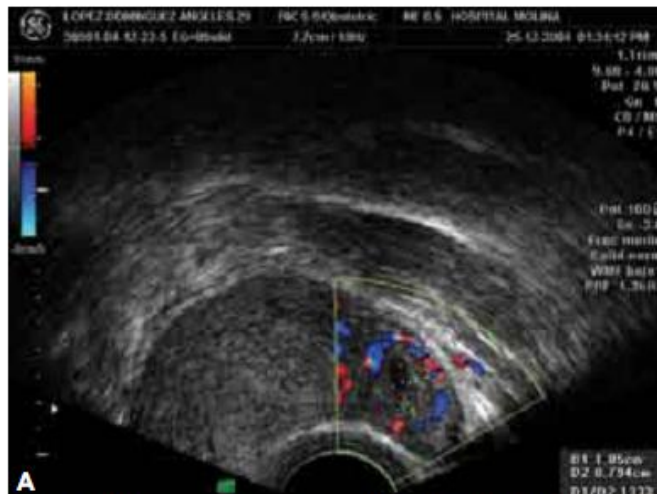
Ultrasonografía Doppler (a) y Power Doppler (b) del emba
